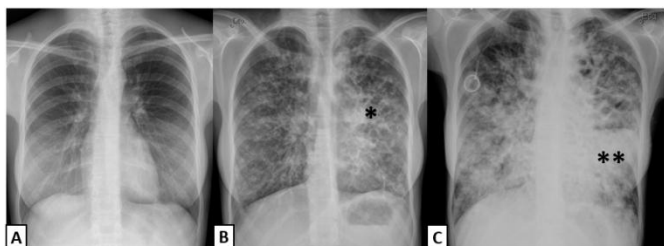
(A) Radiografia de tórax de um indivíduo saudável⁵. (B e C) Radiografia de tórax de uma jovem de 17 anos com FQ, na qual se podem observar múltiplas alterações pulmonares (com agravamento em C), que irradiam dos brônquios principais por toda a árvore brônquica. Observam-se áreas de hipotransparência (*) que traduzem alterações brônquicas, e uma área de consolidação na metade inferior do hemitórax esquerdo ()⁵.
